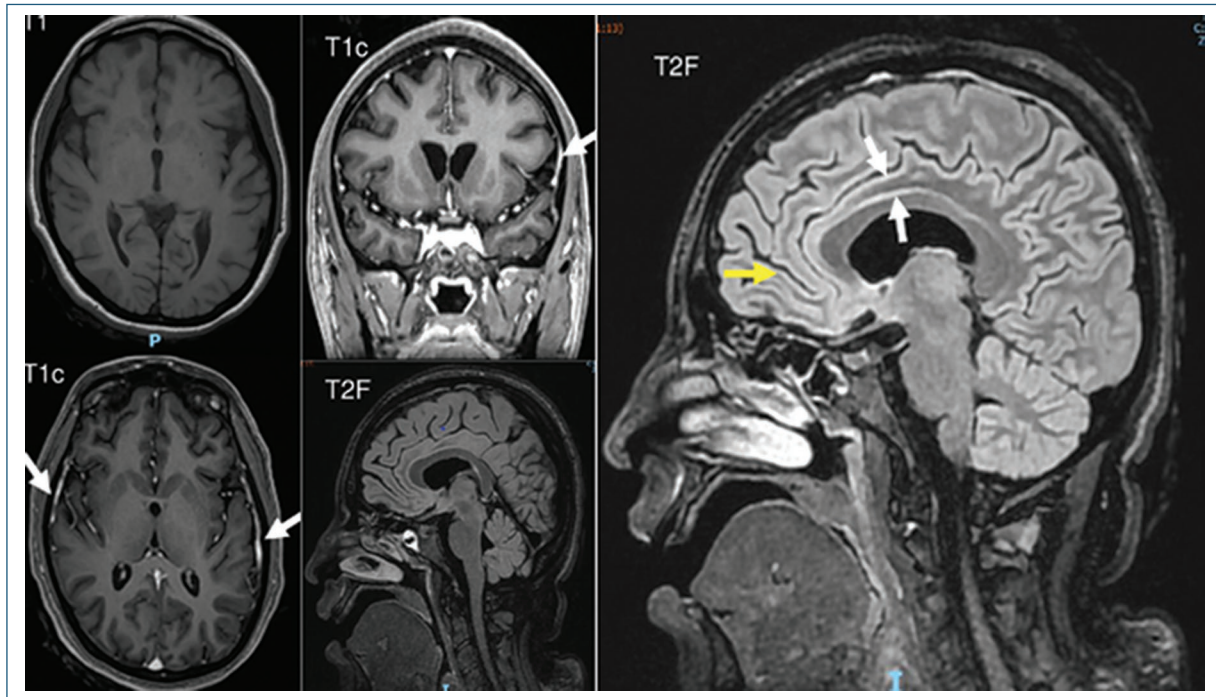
RMN. La resonancia magnética (RM) con ponderación en T1 mostró una ligera disminución del volumen cortical frontal bilateral. Las secuencias T1c mostraron áreas de hiperintensidad en las secciones coronal (superior) y axial (inferior) de las leptomeninges; también se observó un aumento de la intensidad de la señal en la sustancia gris cortical en las regiones frontomedial (flecha amarilla) y cingulada anterior bilateral (flechas blancas).
